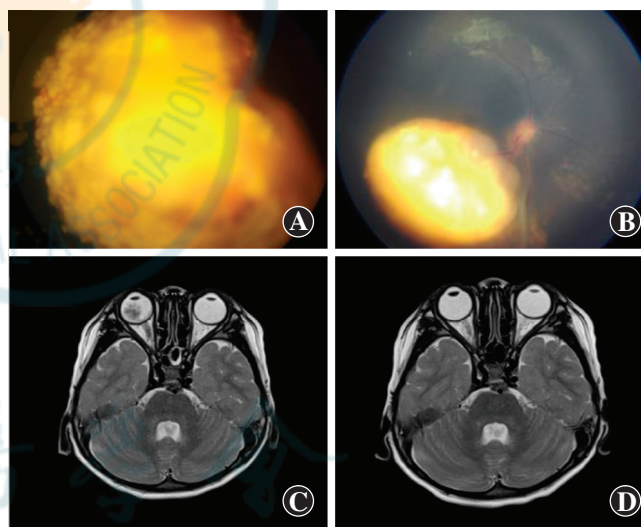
IAC 治疗前后 RB 眼底像及 MRI 检查图 A:患儿男,6 个月,治疗前可见右眼眼底瘤体 B:图 A 患儿经过 4 次介入治疗后肿瘤明显缩小、钙化 C:患儿男,1 岁,治疗前 MRI 检查显示右眼视网膜占位病变 D:图 C 患儿介入治疗结束后 3 个月复查,癌灶表现基本消失,局部视网膜贴附良好
